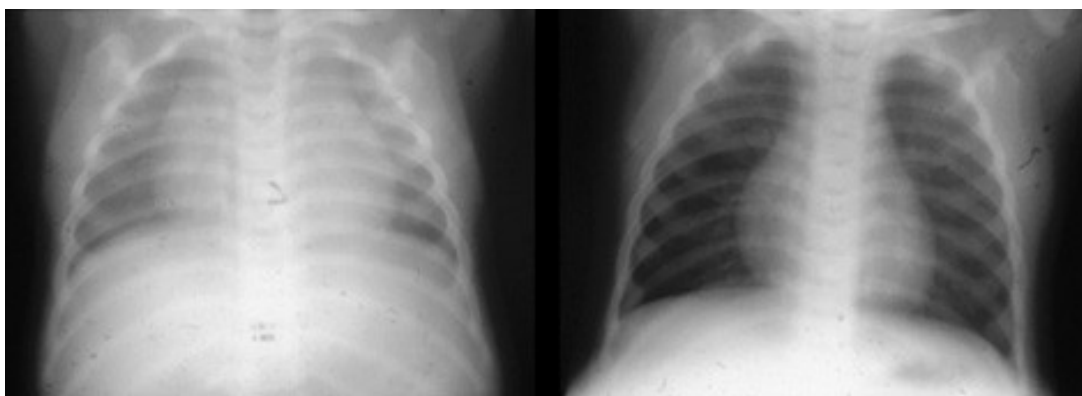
Рентгенограммы вертикально расположенного одного и того же ребёнка на выдохе (слева) и на вдохе (справа).
